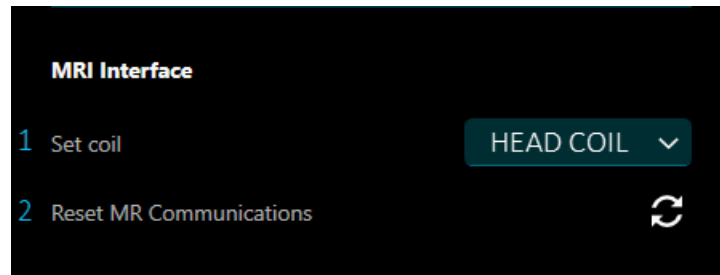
Sección MRI Interface (Interfaz de RM)
